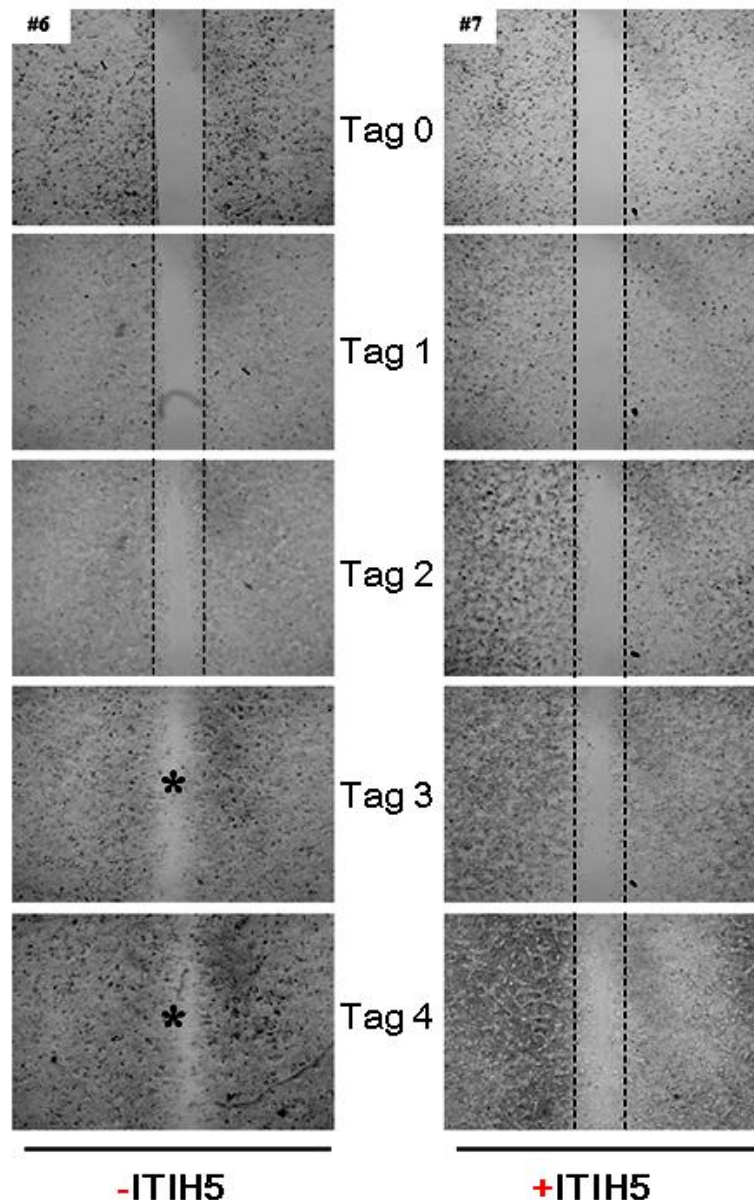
Repräsentative Darstellung des Migrationsverhaltens der stabilen BT20-Klone #6 und #7. Exemplarische Phasenkontrast-Aufnahmen des Wundheilungstests für den Leervektor Klon #6 und ITIH5-Klon #7. Vergleichende Darstellung der Reduzierung der zellfreien Fläche über einen Zeitraum von fünf Tagen. Vergrößerung: 50-fache Originalvergrößerung; Gestrichelte vertikale Linie markiert den ursprünglichen Rand der zellfreien Fläche an Tag 0; Stern: Vollständige Besiedelung der Wunde.
